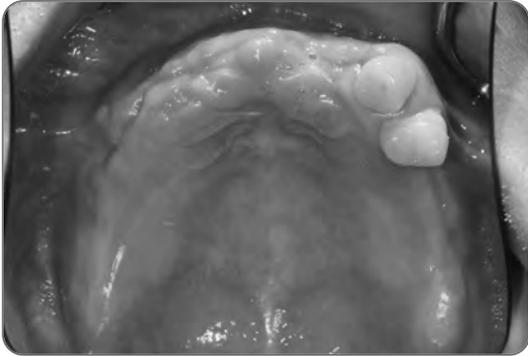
Panoramic radiographic view and intraoral view in patient at initial visit.
